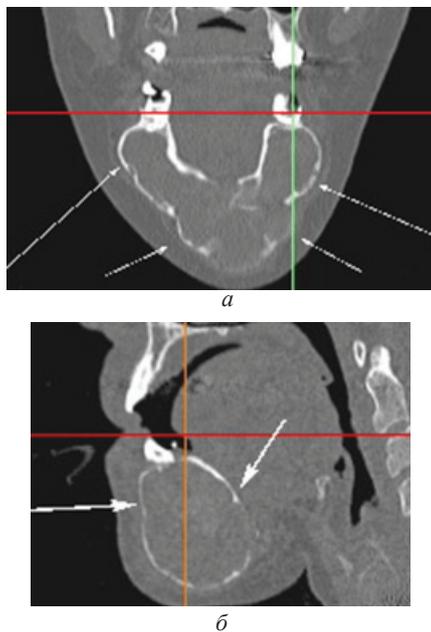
Компьютерные томограммы нижней челюсти в прямой (а) и боковой (б) проекциях больной с внутрикостной фибромой нижней челюсти. Опухоль указана стрелками
